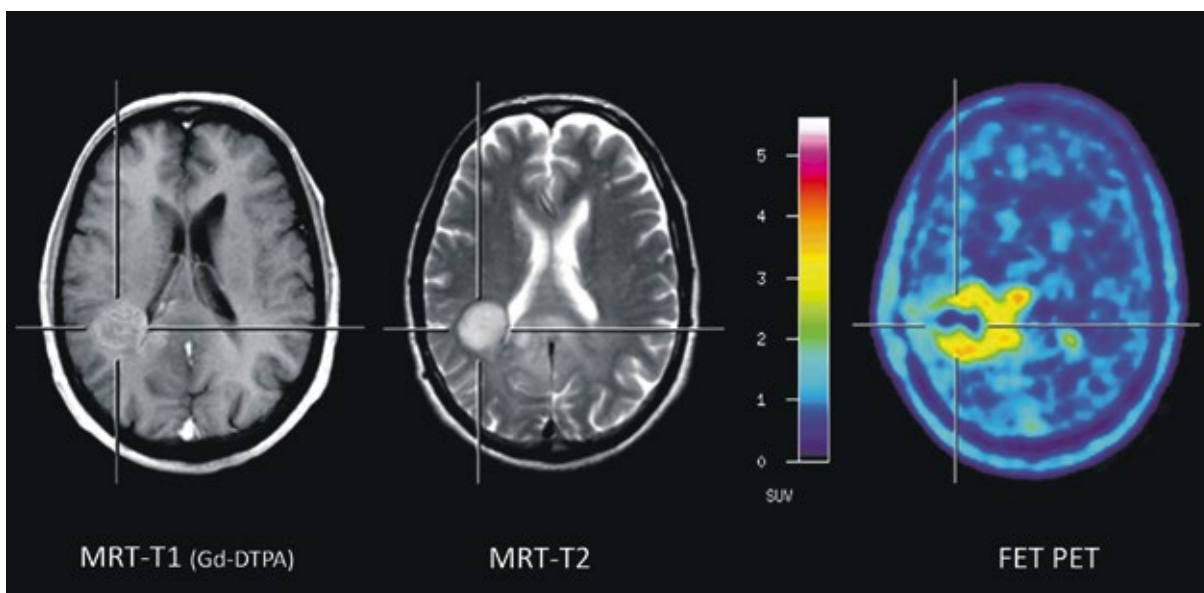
Verbesserte Darstellung der Tumorausdehnung in der FET PET
